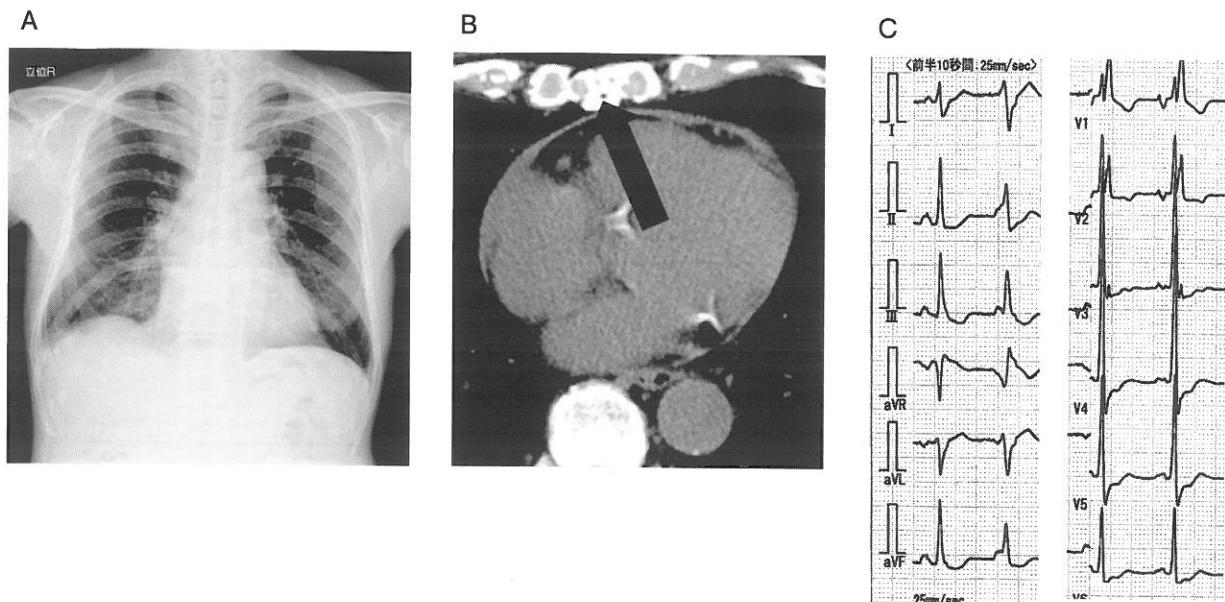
遠隔期における胸部単純X線(A), CT(B), 心電図(C)
